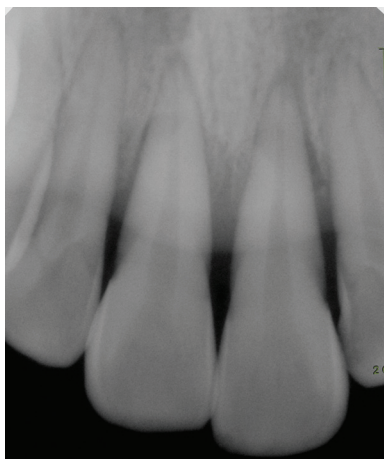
Radiograph of maxillary central incisors after traumatic injury.
